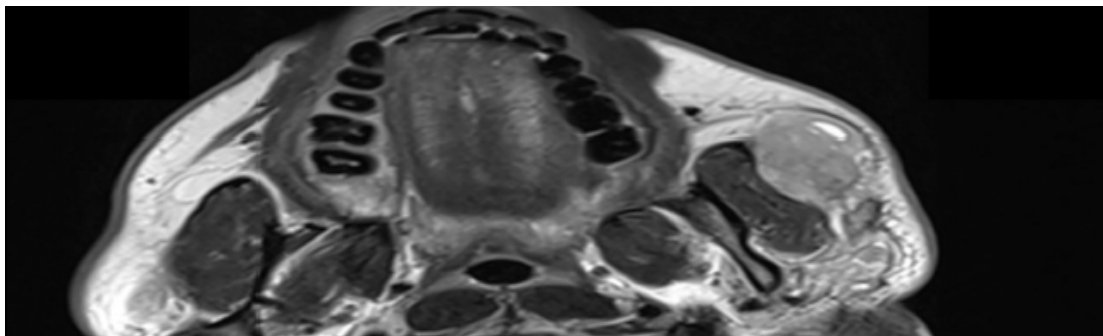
RM cabeça e pescoço. Tumor infiltrativo de 30 mm na glândula parótida esquerda
